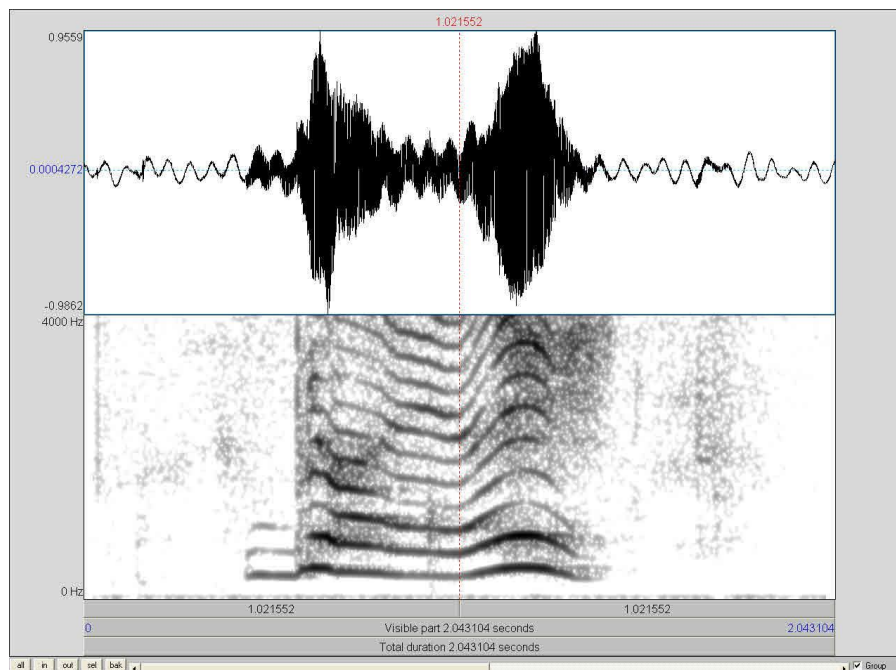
Schmalband-Frequenzspektrogramm eines Babbellautes mit zwei Resonanzveränderungen im Alter von 374 Tagen
